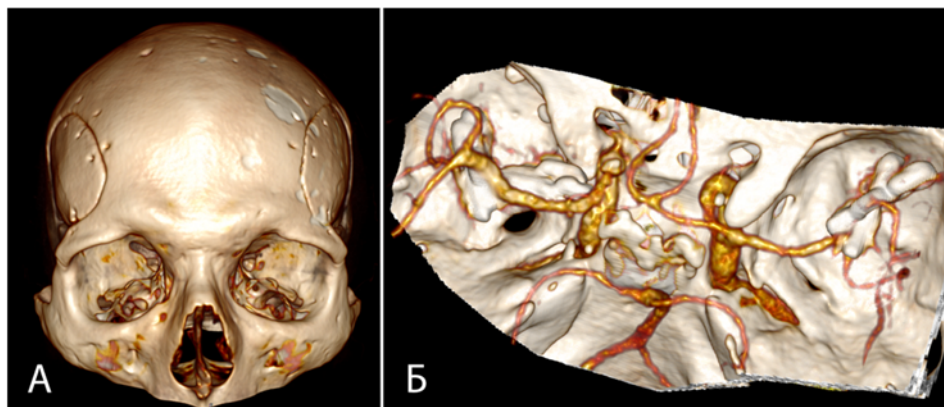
Пациент П., 61 год. Контрольная СКТ-АГ от 05.06.2019: А – зеркальные трепанационные окна; Б – подтверждение полного выключения обеих аневризм СМА
